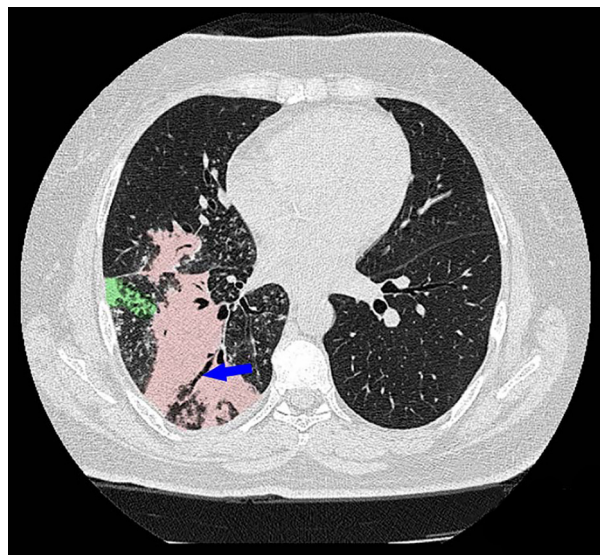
Tomografia computadorizada do tórax, técnica de alta resolução, sem meio de contraste intravenoso. Corte axial, nível inferior, janela de pulmão.
